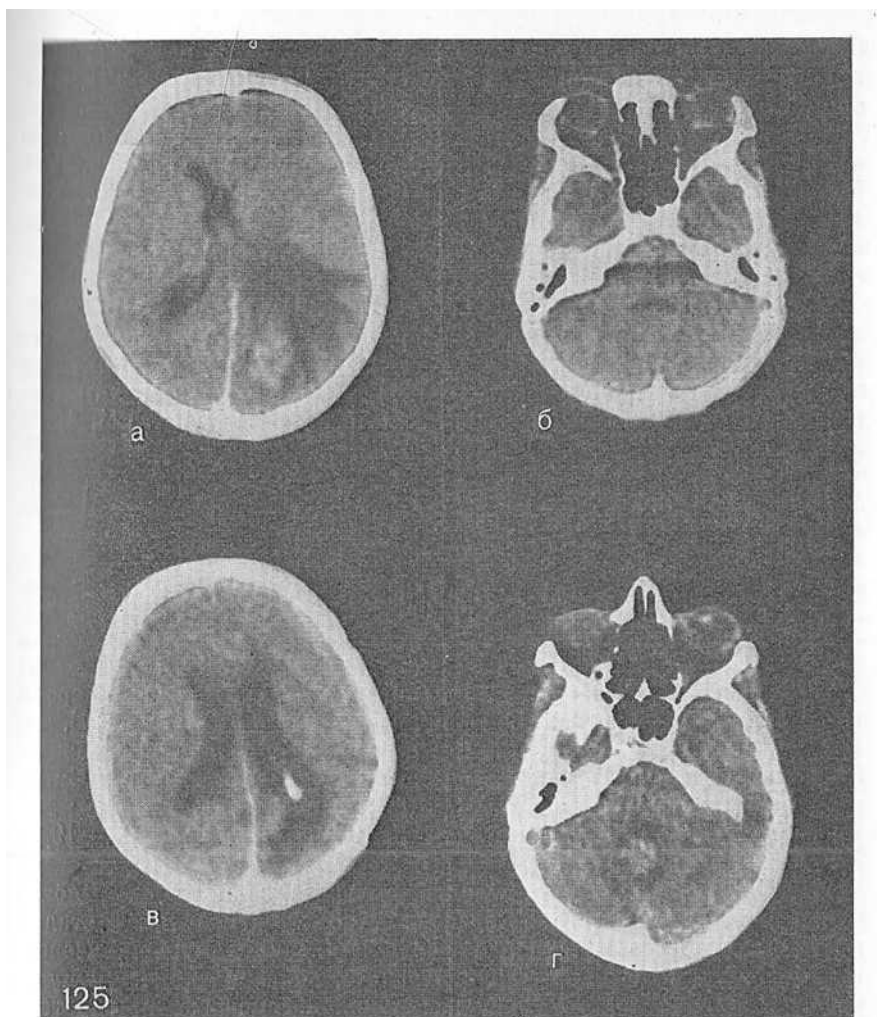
Динамика КТ у больной с метастазом рака молочной железы в левую теменно-затылочную область (а), патологии в области задней черепной ямки нет (б). Через 6 мес после удаления опухоли (в) выявлен метастаз в правой гемисфере мозжечка (г).
